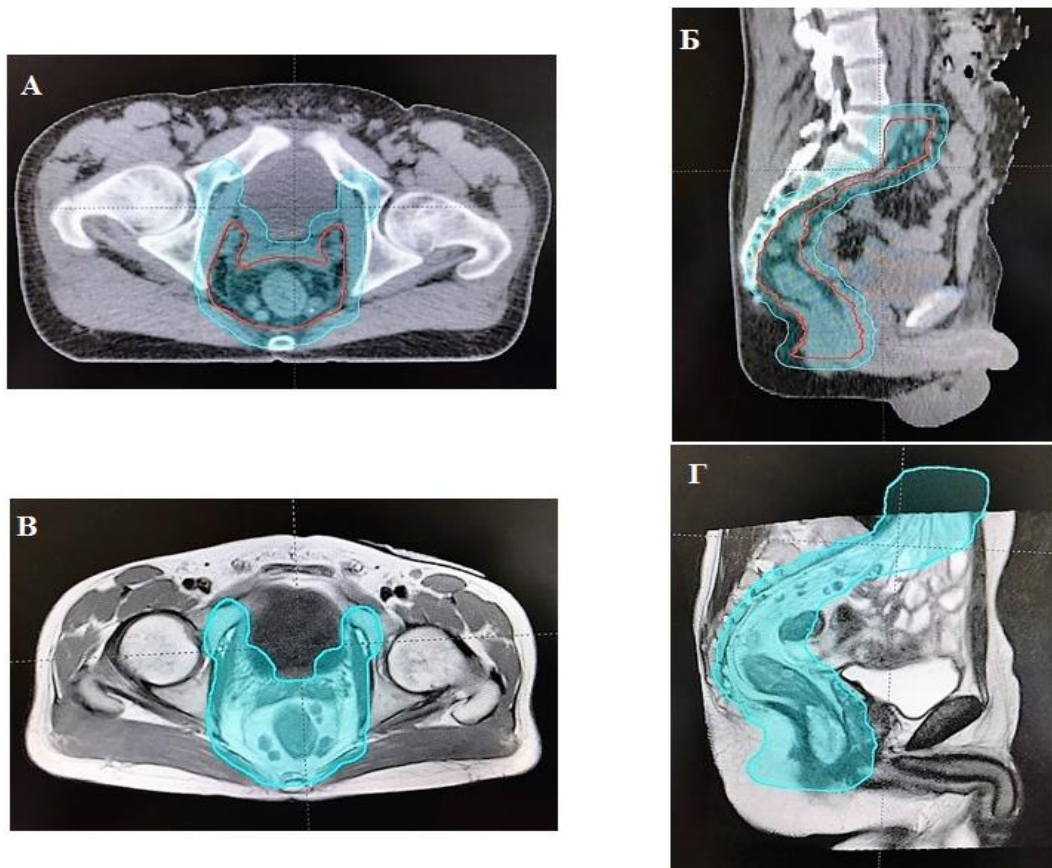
Объем лучевого воздействия СТВ1 А: на сагиттальном срезе МСКТ клинический объем СТВ1 включает весь мезоректум и все регионарные лимфатические узлы прямой кишки. Б: на аксиальном срезе, на уровне 2 см выше от m.puborectalis клинический объем СТВ1 включает первичную опухоль и мезоректальную клетчатку
